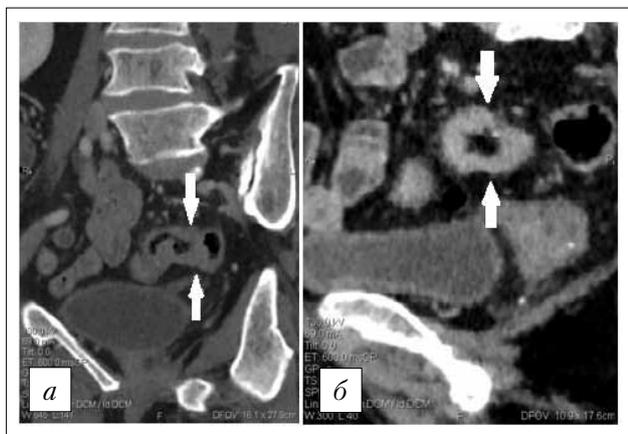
КТ органов брюшной полости. В дистальной трети сигмовидной кишки визуализируется циркулярная опухоль (указана стрелками) протяженностью 4 см, толщина стенки кишки до 1,2 см. Признаков инвазии за пределы кишечной стенки нет. *a* – фронтальная проекция; *б* – сагиттальная проекция.
